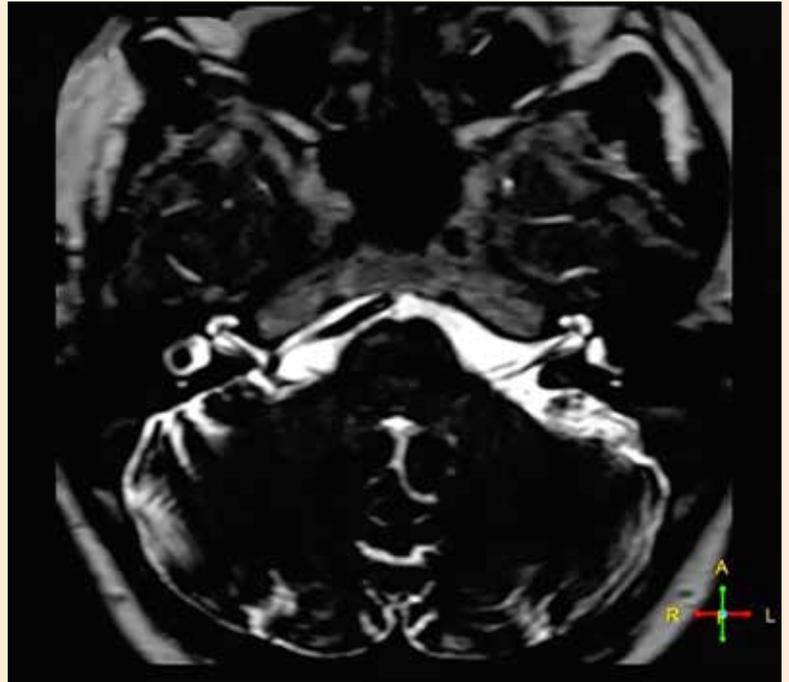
RMN en secuencia FIESTA, sin contraste, en la que se observa el bucle que realiza la arteria vertebral derecha sobre el VIII par craneal homolateral (apreciándose ambas ramas del nervio estato-acústico).
